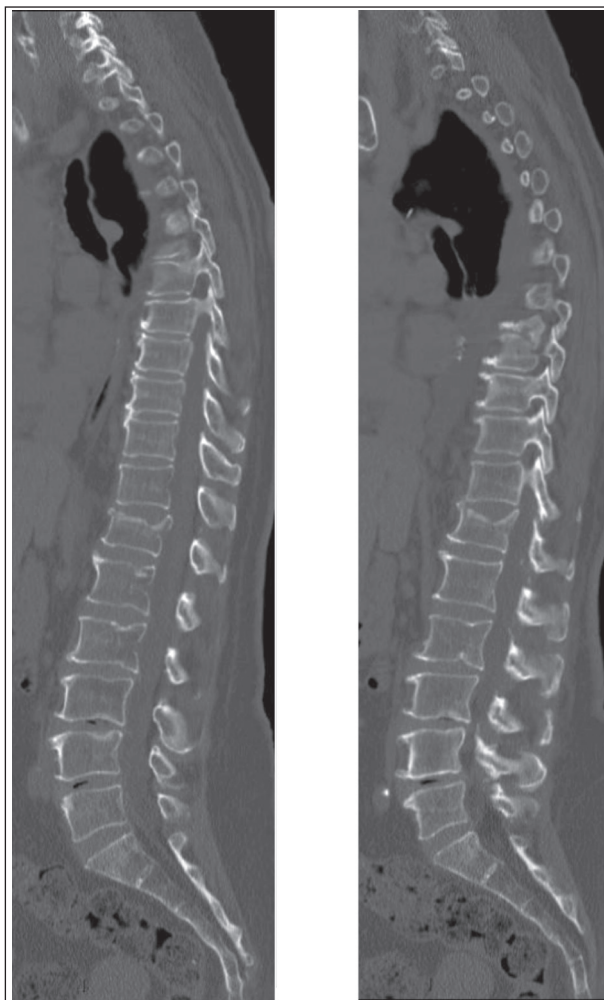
TAC de columna dorso lumbar. Fractura de carilla articular superior de D12. No se observan lesiones osteolíticas en el cuerpo de D12 u otras vértebras.
